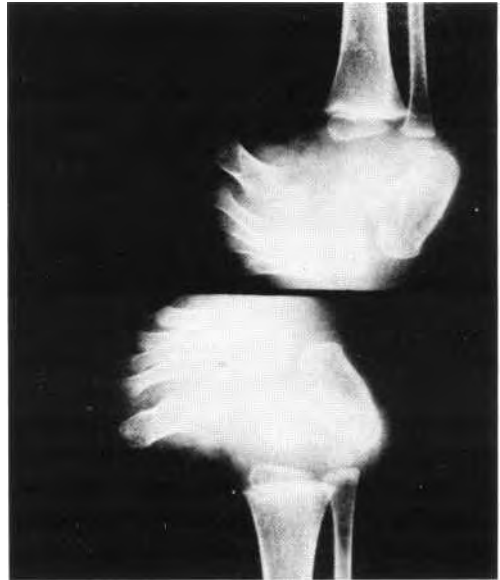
LAM, 3 a + 3m, radiografía preoperatoria.
